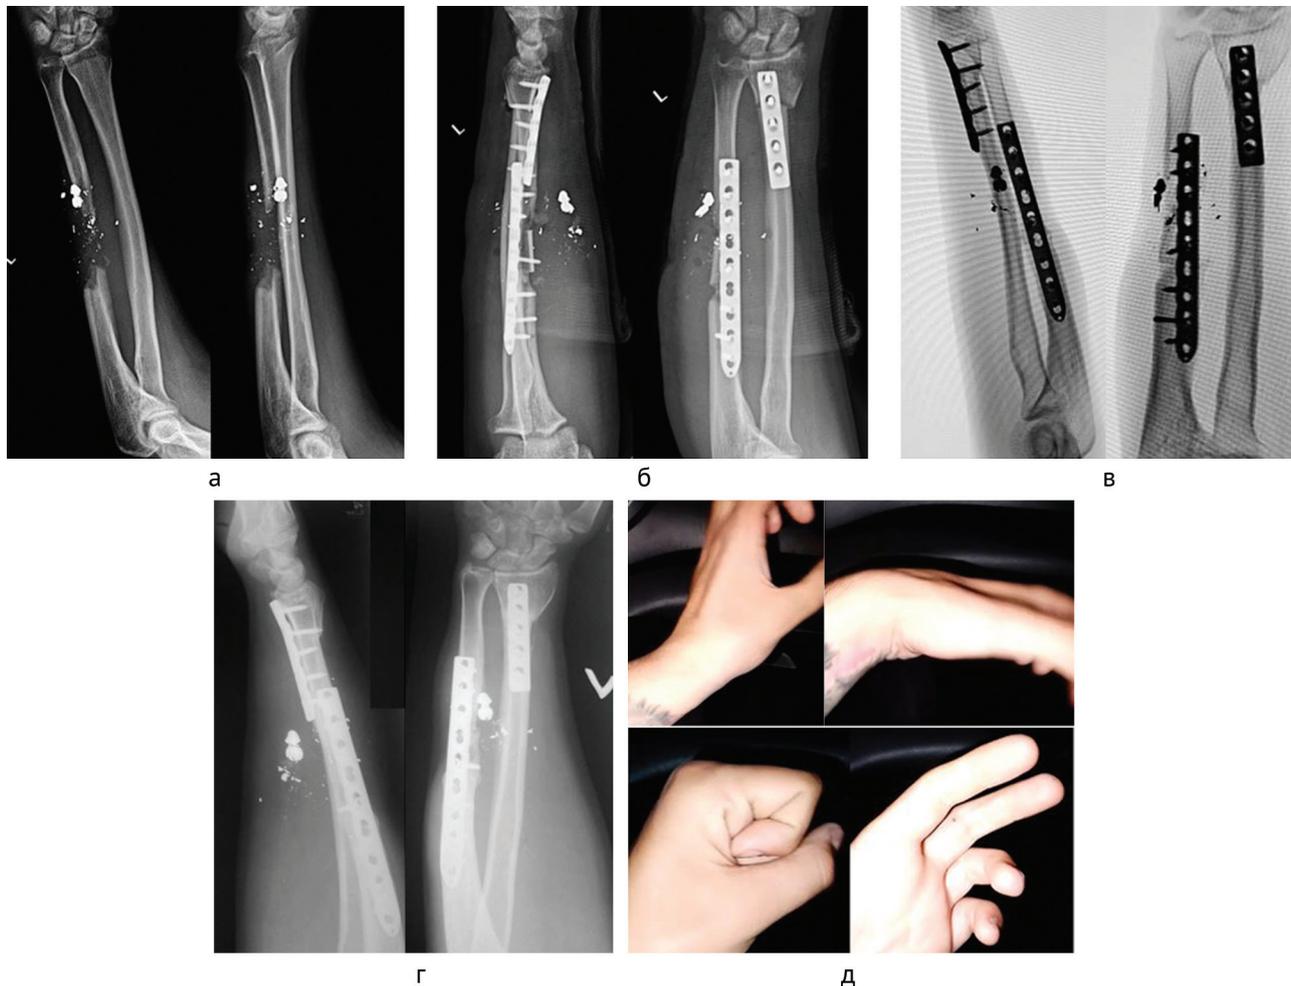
Раненый К.: а — рентгенограммы костей предплечья до операции; б — рентгенограммы костей предплечья после операции; в — цифровые рентгенограммы костей предплечья через 4 мес. после операции; г — рентгенограммы костей предплечья через 6 мес. после операции; д — функция кисти через 8 мес. после операции (фото сделано камерой мобильного телефона самим пациентом в зоне специальной военной операции)
